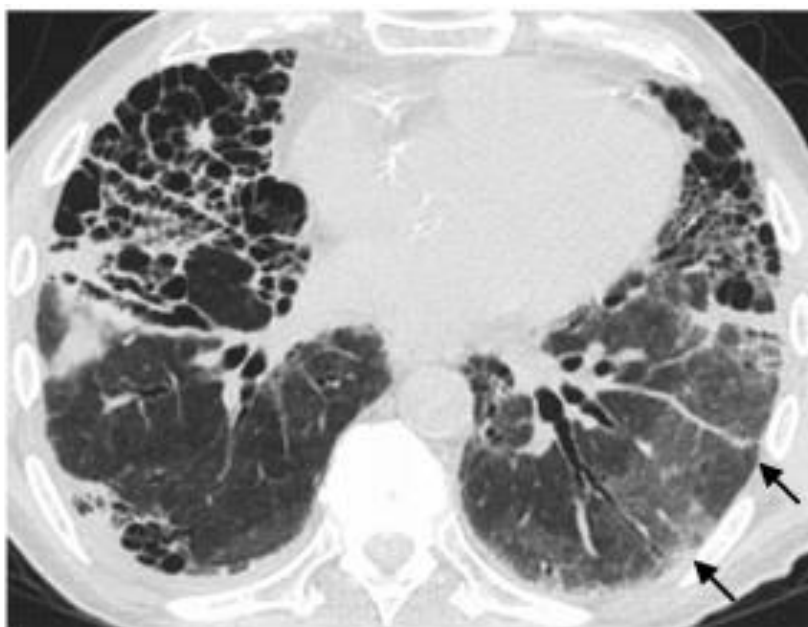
TC compatible con exacerbación aguda donde se evidencia afectación pulmonar periférica (21).
